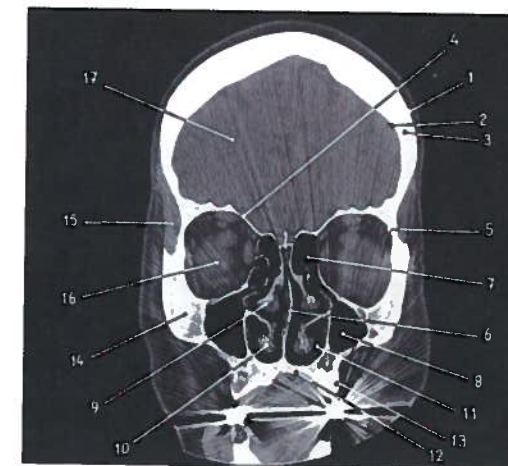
Corte coronal ao nível da fossa anterior da base interna do crânio em TC, sendo de notar alguns artefactos decorrentes de material de prótese dentária
